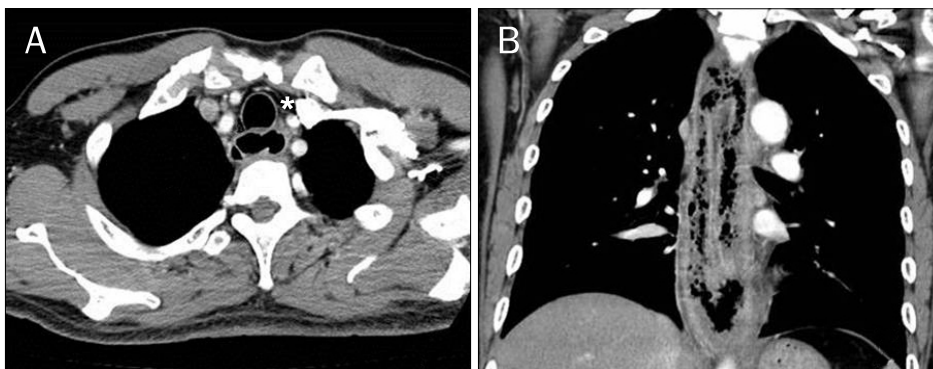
Chest CT scans in the axial (A) and coronal (B) planes on admission. Esophageal wall thickening with an eccentric intramural mass and free air (asterisk) were noted within the mediastinum.
